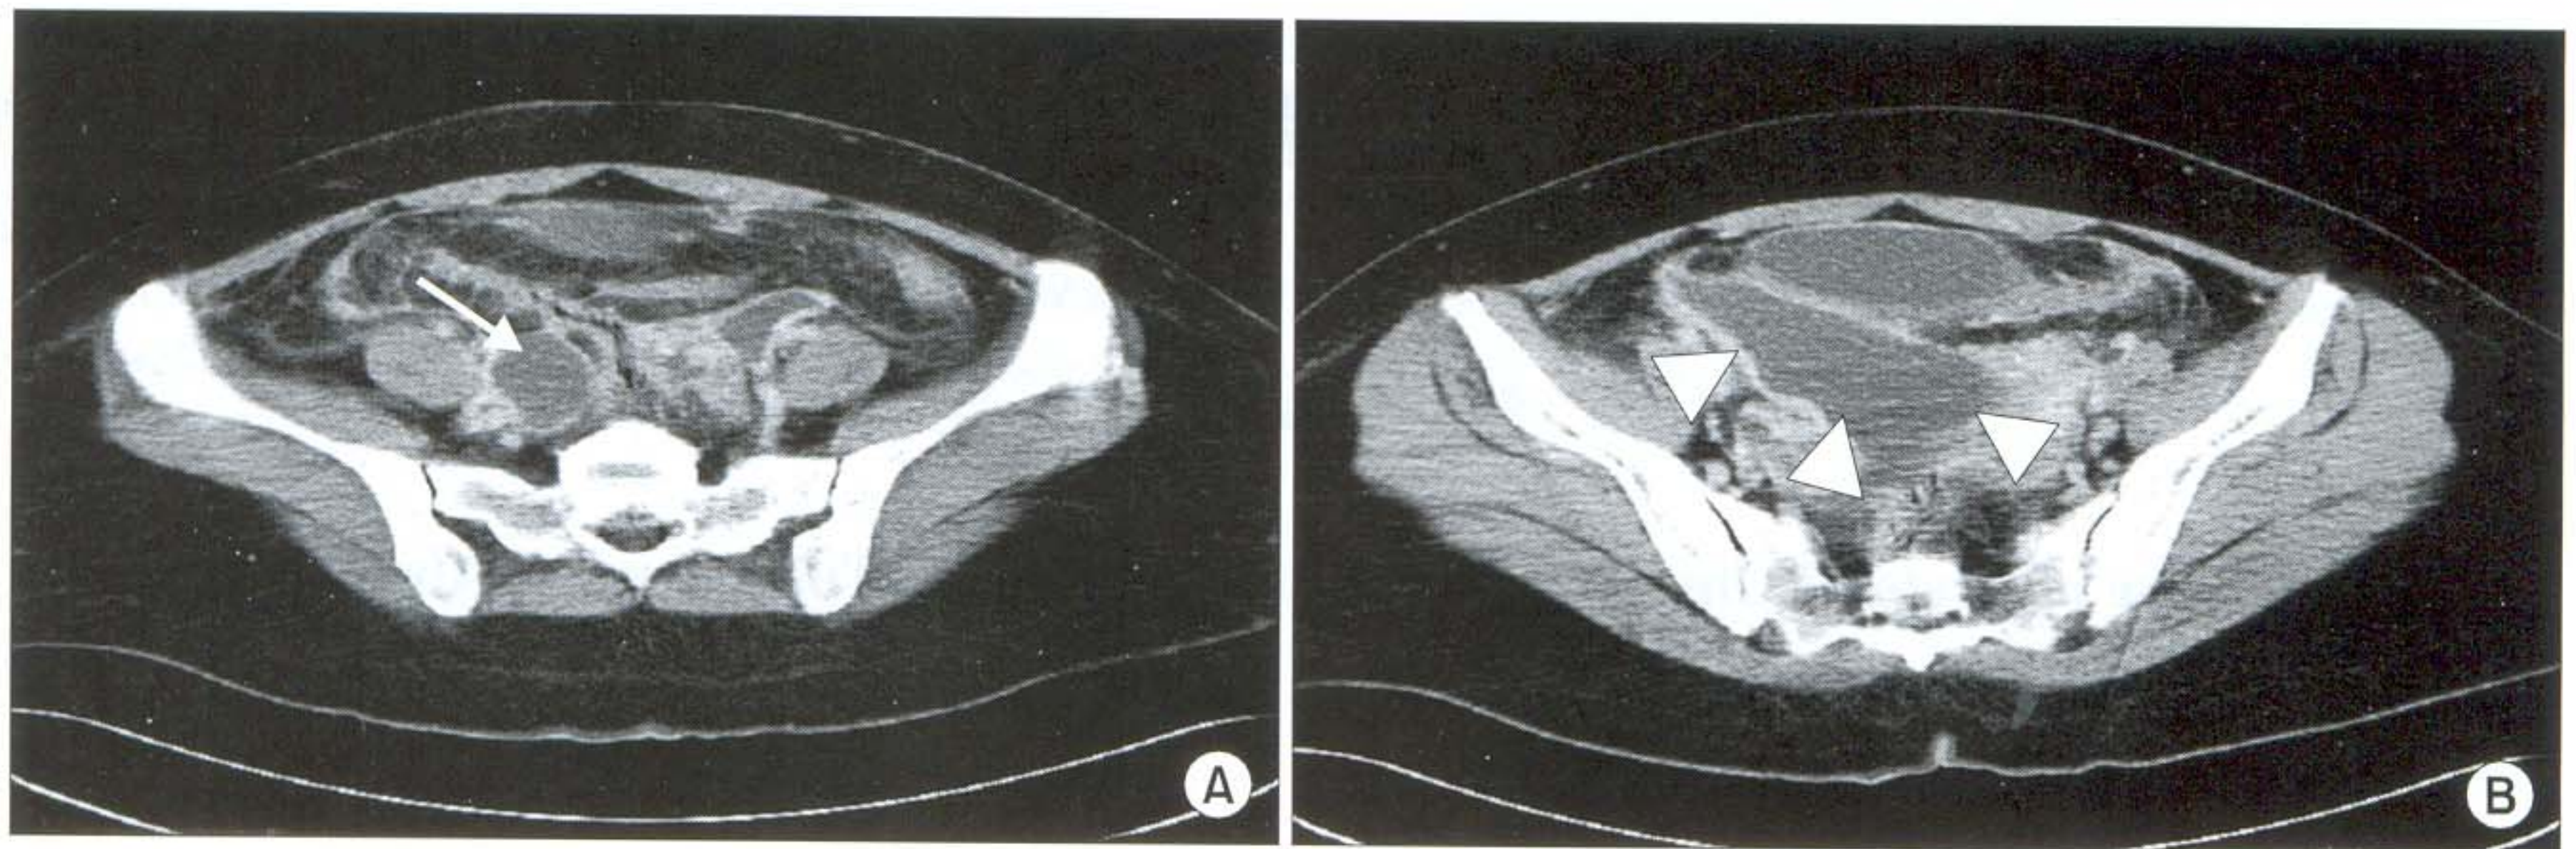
Abdominal computed tomography scan shows a 5.2x4.6 cm sized, cystic mass (arrow) on the left psoas muscle laterally and ureter posteriorly (A). The large amount of fluid collection (arrow heads) in pelvic cavity and thickened peritoneum indicate pelvic inflammatory lesion (B).
